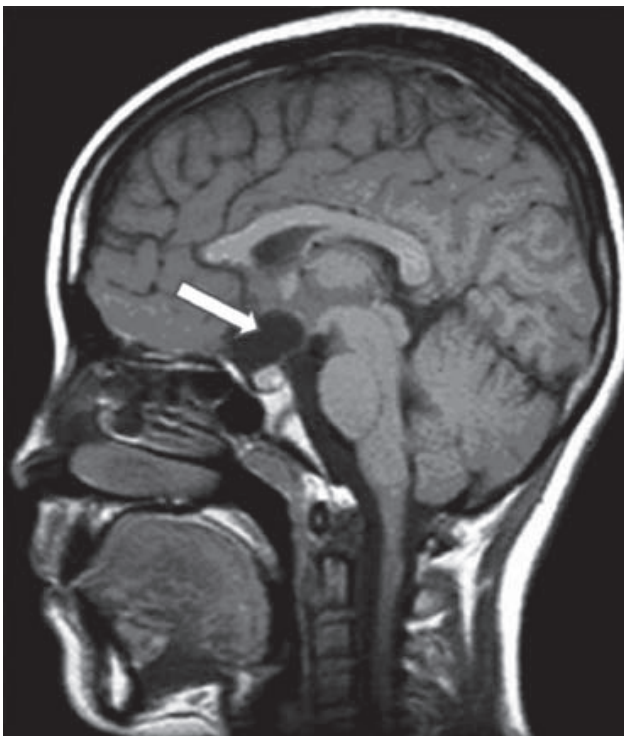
Imagen sagital T1 por resonancia magnética de cráneo donde se observa un quiste aracnoideo en la región supraselar que comprime el quiasma óptico.
